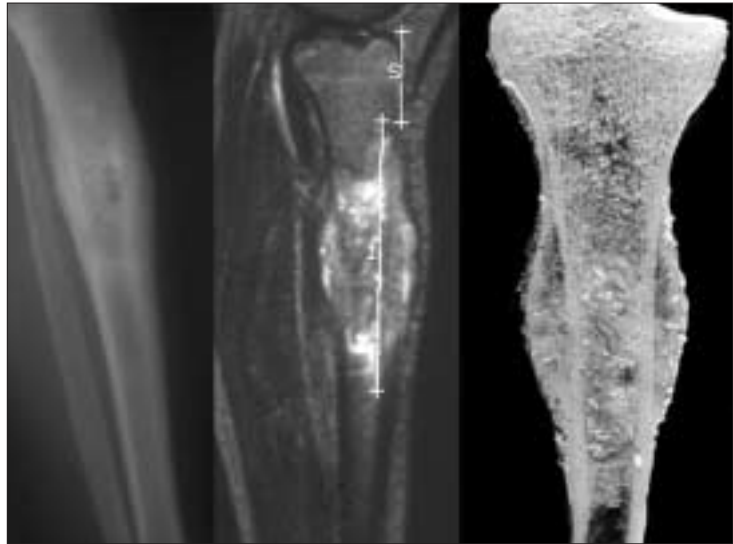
Sarcome d'Ewing de la diaphyse tibiale. Radiographie à gauche, IRM au centre et la pièce de résection à droite.
